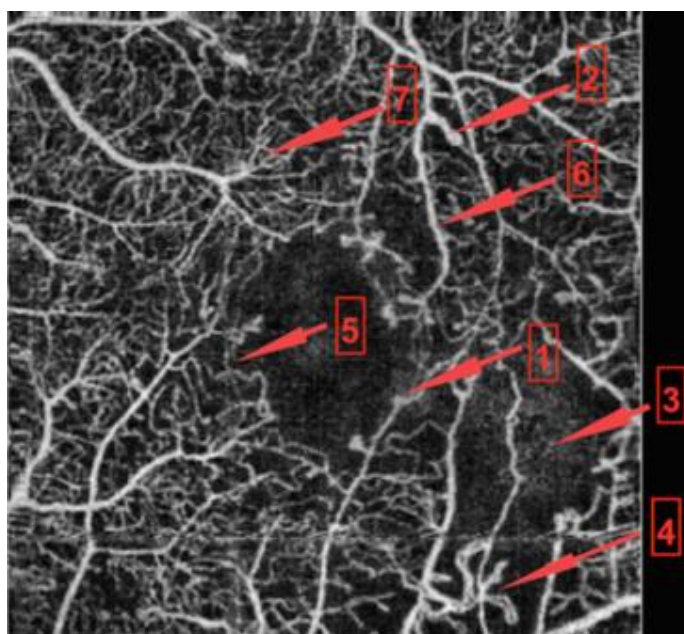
Características da RD à análise por OCTA: 1 – Microaneurismas; 2- Loops vasculares; 3 – Ausência de Perfusão; 4 – Neovascularização; 5 – Aumento da ZAF; 6 – Beading Venoso; 7 – Leitos capilares. Adaptado de Lee, J. & Rosen, R. *Optical Coherence Tomography Angiography in Diabetes*. *Curr. Diab. Rep.* 16, (2016)
